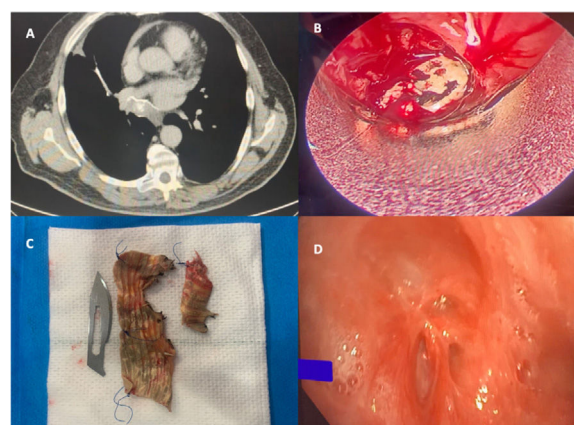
A) Tomografía axial computarizada (TAC). B) Hallazgos broncoscópicos. C) Material extraño extraído. D) Control postoperatorio.
